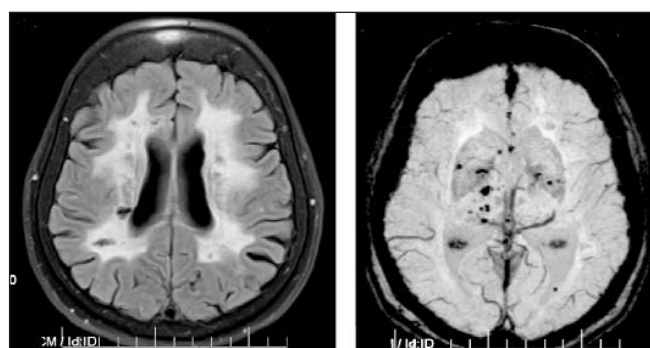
МРТ головного мозга. а — режим FLAIR. Выраженный лейкоареоз, субкортикальные лакунарные инфаркты; б — режим SWI. Множественные микрокровоизлияния
